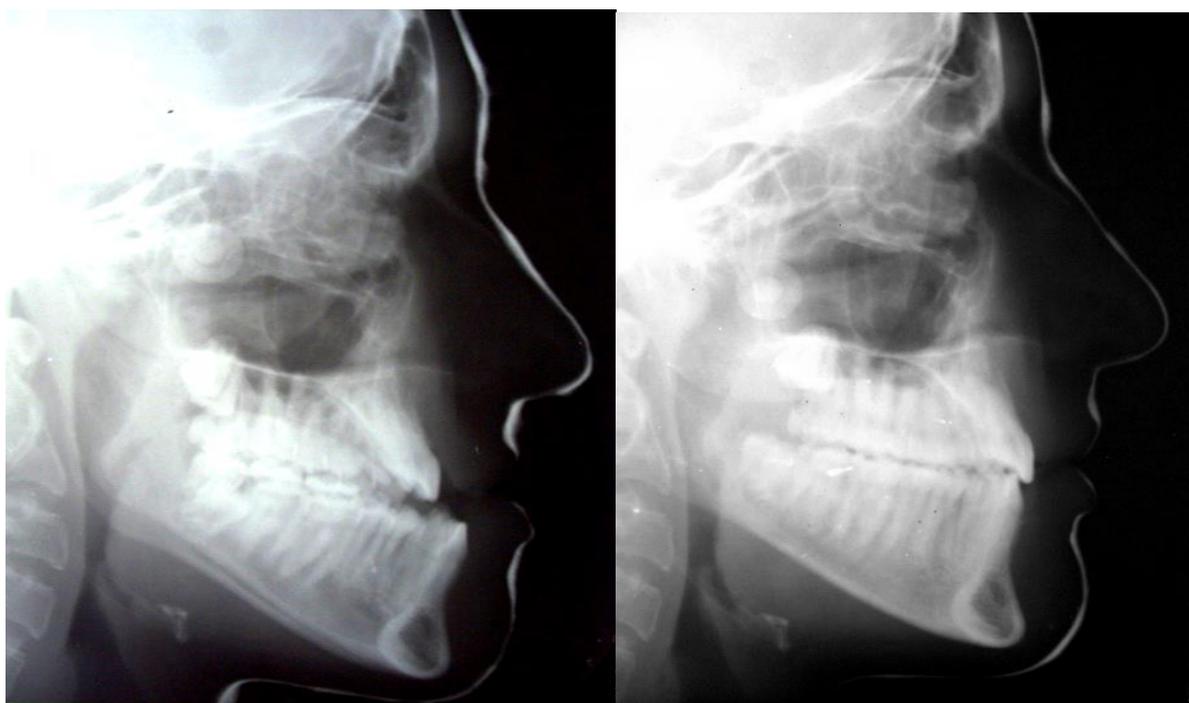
Телерентгенограмма в боковой проекции пациента Д., 15 лет до (А) и после (Б) лечения ВДЗР III степени и мезиальной окклюзии зубных рядов
